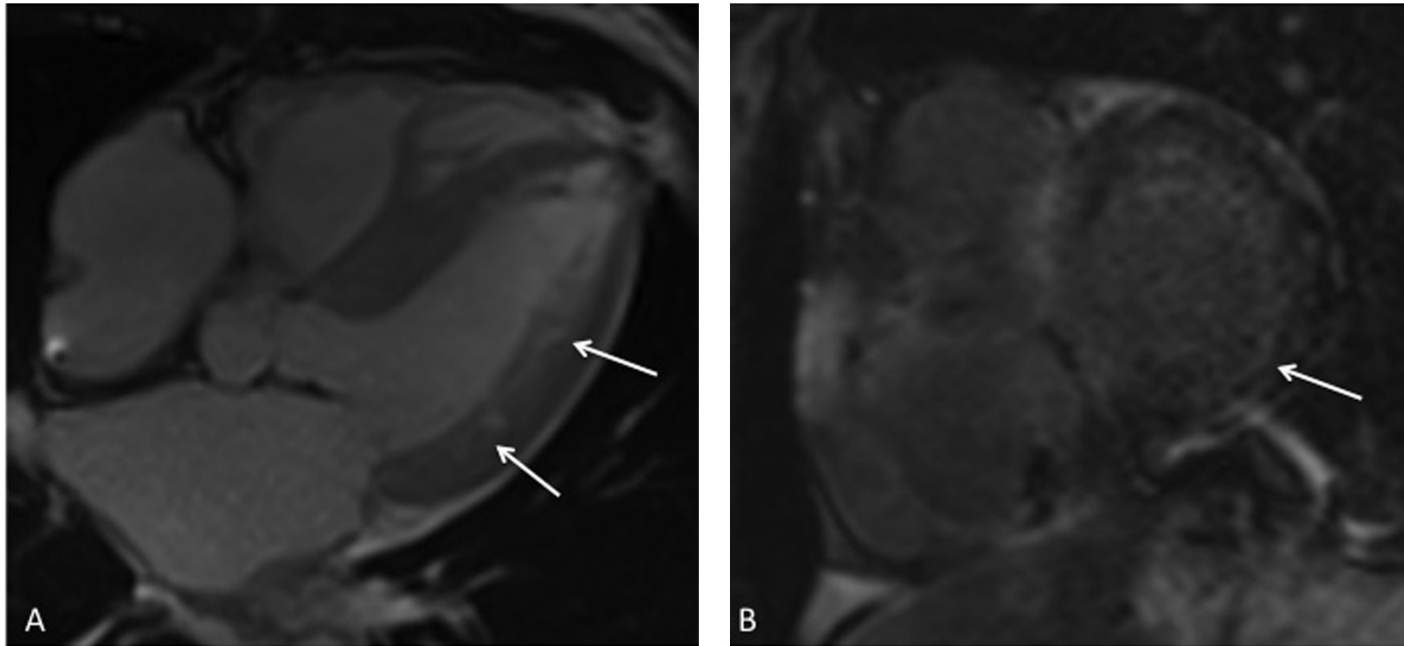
Late-enhancement cardiac MRI in the horizontal long axis (panel A) and the short axis view (panel B), demonstrating thickened ventricular septum and diffuse heterogeneous delayed enhancement of gadolinium uptake, principally located in the subendocardial layer (arrows), compatible with cardiac amyloidosis.
